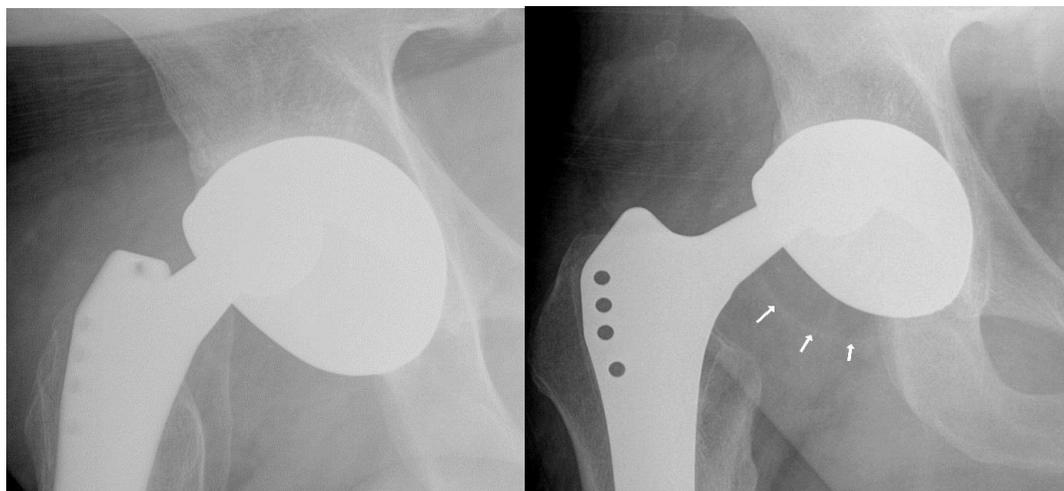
Рентгенограммы тазобедренного сустава пациента с внутрипротезным вывихом системы двойной мобильности в прямой и боковой проекциях. Стрелками обозначена граница рентген-прозрачного вкладыша
